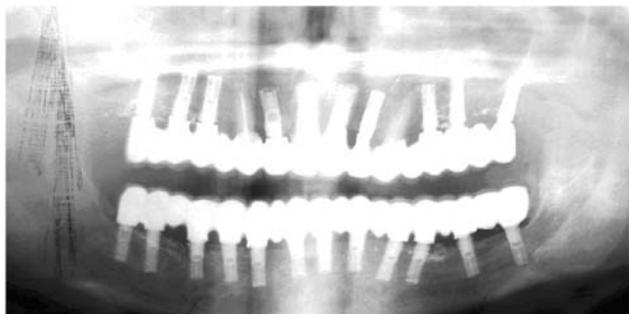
Рентгенограмма больной Ч. через 3,5 года после зубного протезирования.
